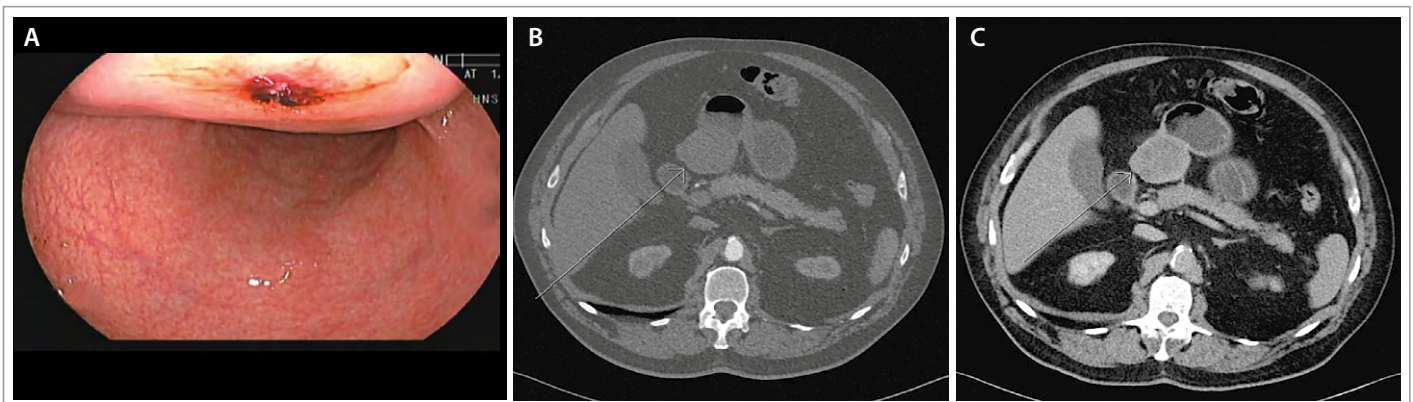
GIST gástrico con patrón de crecimiento exofítico. A. EDA solicitada por síntomas de hemorragia digestiva. Se observa zona abombada, tumor subepitelial, con ulceración superficial de la mucosa suprayacente. Destaca el escaso crecimiento endoluminal. B. TC, corte axial, fase sin contraste: Masa exofítica hipodensa, dependiente de la curvatura menor del estómago. Mide 60 x 72 x 80 mm. C. TC, corte axial, fase portal: Neoplasia homogénea, presenta realce periférico leve con el contraste. Sugerente de GIST.
